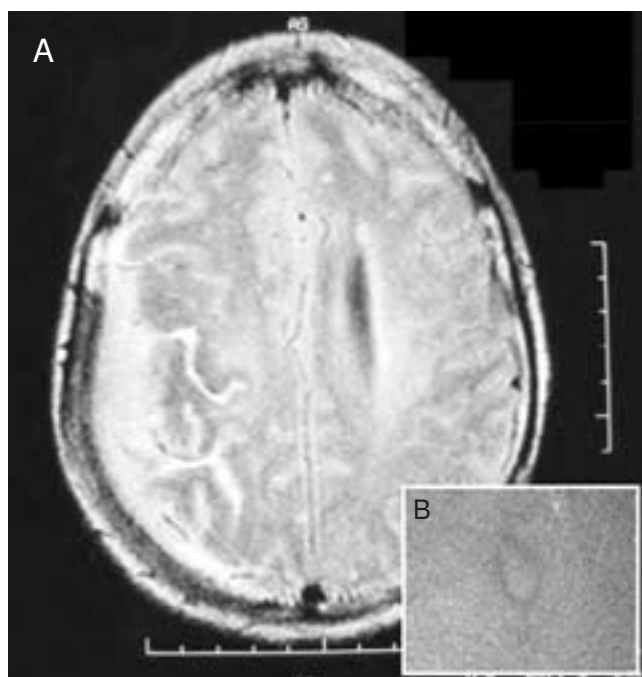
A: Tomografía computarizada sin contraste que evidencia aumento de densidad en la zona parietal derecha; B: microfotografía en la que se observa una proliferación linfóide con presencia de un folículo linfóide netamente definido (hematoxilina-eosina, $\times 10$).
